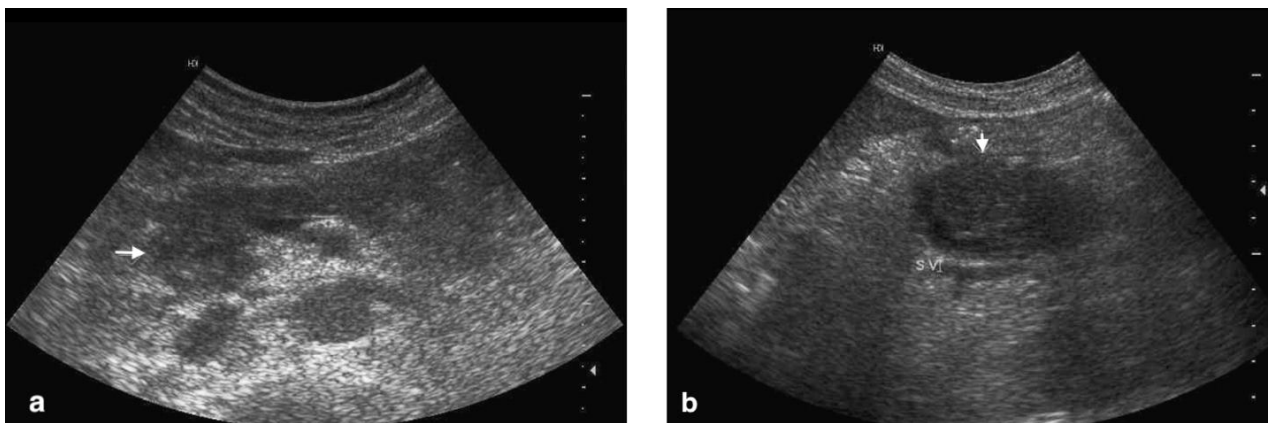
Images échographiques montrant :
